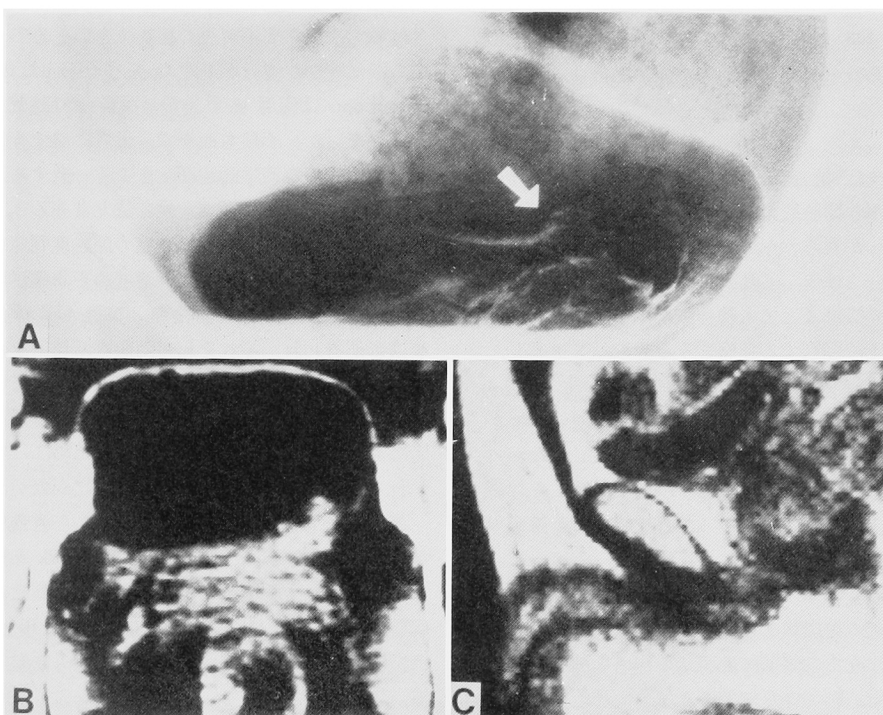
Case 3, (A) double contrast cystography (arrow: cancer), (B) X-ray CT (C) MRI sagittal scan.
